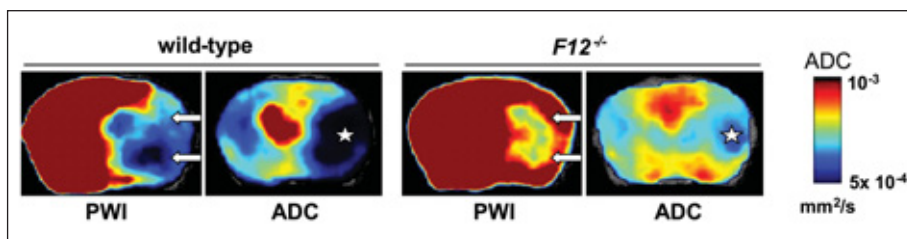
Multimodales Schlaganfallimaging in $FXII^{-/-}$ Mäusen mittels 17.6 Tesla Ultrahochfeld-MRT. 24 h nach Schlaganfall ist in Kontrolltieren (Wildtypen) das gesamte Areal der mittleren Gehirnarterie in das Perfusionsdefizit (PWI) einbezogen, während der Cortex $FXII$ -defizienter Mäuse eine weitgehend normale Durchblutung aufweist (Pfeile). Infolgedessen entwickeln $FXII^{-/-}$ Mäuse kleinere Schlaganfälle (Stern), was die Messung des Diffusionskoeffizienten (ADC) belegt. Aus: Pham et al. *NeuroImage* 49:2907-14, 2010.
